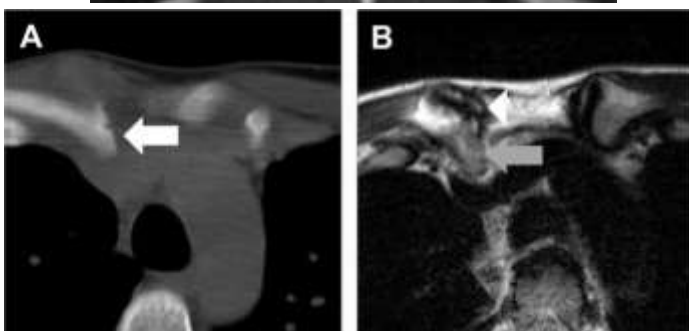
Грудино-ключичный трансфизарный перелом-вывих. (А) Аксиальное КТ-изображение грудной клетки показывает смещение головки ключицы кзади у 20-летнего мужчины с неоссифицированным медиальным эпифизом ключицы (белая стрелка). (Б) Осевое T2-взвешенное МР-изображение, показывающее смещенный кзади метафизарный компонент головки
